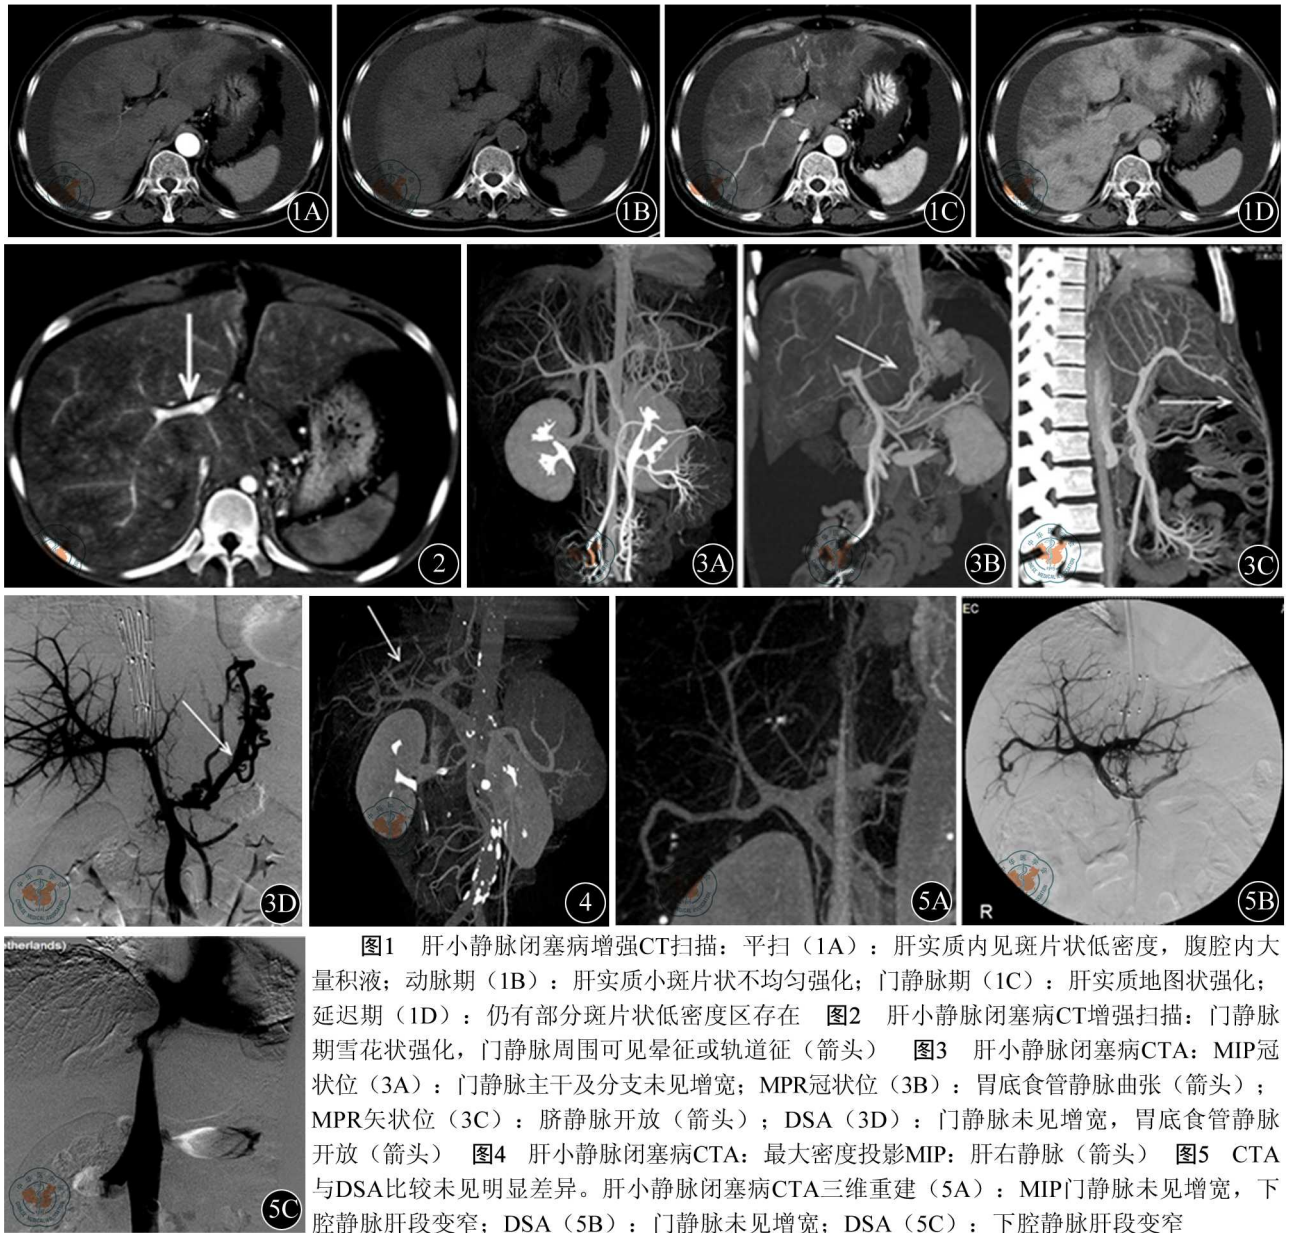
肝小静脉闭塞病增强CT扫描:平扫(1A):肝实质内见斑片状低密度,腹腔内大量积液;动脉期(1B):肝实质小斑片状不均匀强化;门静脉期(1C):肝实质地图状强化;延迟期(1D):仍有部分斑片状低密度区存在 图2 肝小静脉闭塞病CT增强扫描:门静脉期雪花状强化,门静脉周围可见晕征或轨道征(箭头) 图3 肝小静脉闭塞病CTA:MIP冠状位(3A):门静脉主干及分支未见增宽;MPR冠状位(3B):胃底食管静脉曲张(箭头);MPR矢状位(3C):脐静脉开放(箭头);DSA(3D):门静脉未见增宽,胃底食管静脉开放(箭头) 图4 肝小静脉闭塞病CTA:最大密度投影MIP:肝右静脉(箭头) 图5 CTA与DSA比较未见明显差异.肝小静脉闭塞病CTA三维重建(5A):MIP门静脉未见增宽,下腔静脉肝段变窄;DSA(5B):门静脉未见增宽;DSA(5C):下腔静脉肝段变窄
